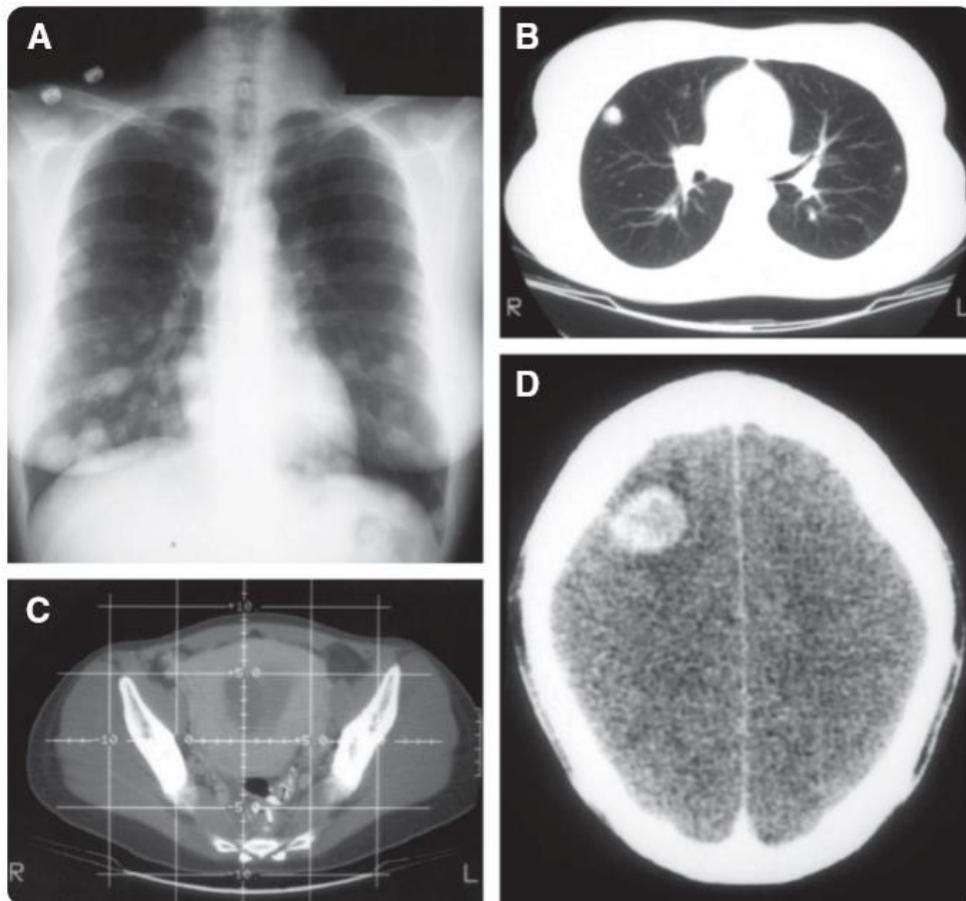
Radiografía de tórax, TAC torácica, pélvica y cefálica, todas con imágenes características de metástasis por NTG. Modificado de: Seckl, M., Sebire, N., & Berkowitz, R. *Gestational Trophoblastic Disease. The Lancet*., 2010. 3762., 717-729.
